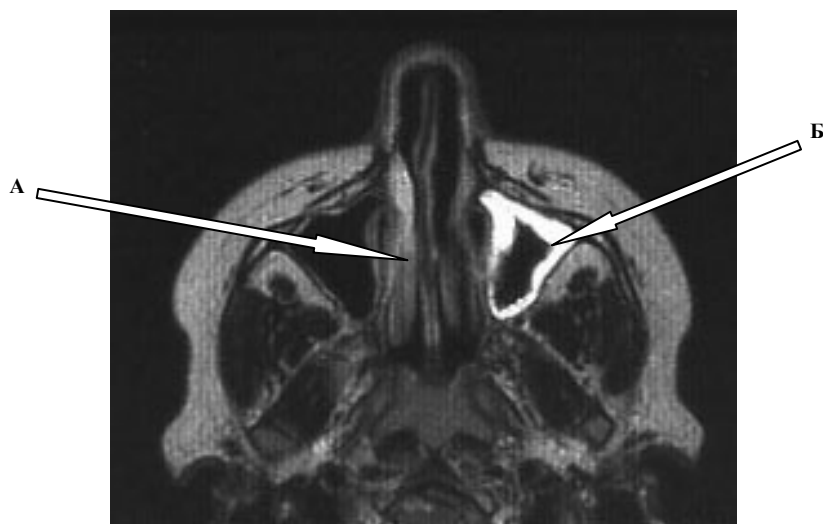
МРТ при затруднении носового дыхания; в анамнезе – хронический тонзиллит:
